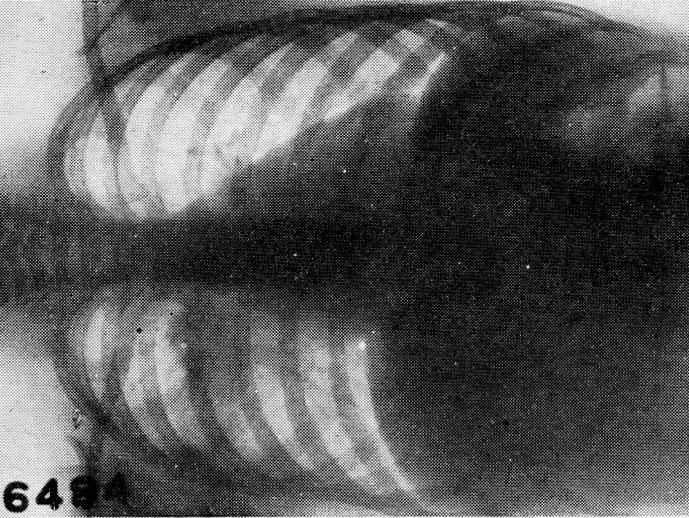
(Caso 2). — Radiografía frontal
